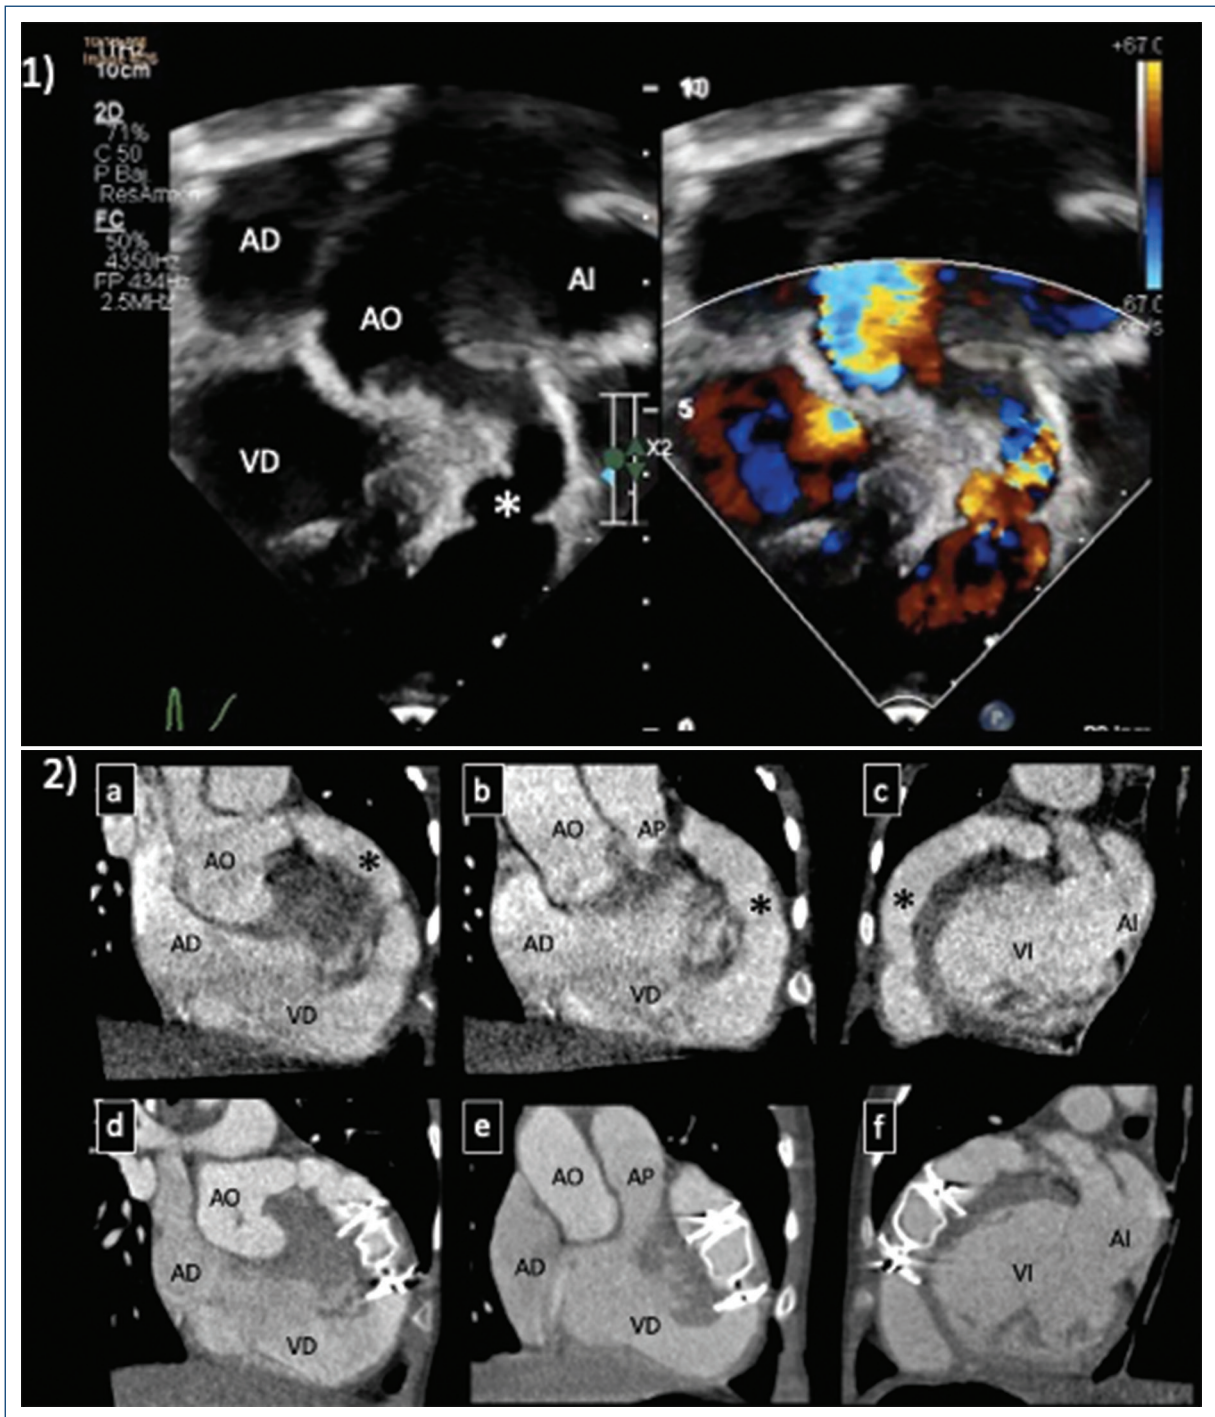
1) Ecocardiograma: vistas en apical de cinco cámaras modificada 2D y Doppler color, mostrando la fístula coronaria congénita gigante (asterisco). 2) Angiotomografía de corazón y de grandes vasos antes y después de la colocación del dispositivo ocluidor. Fístula coronaria congénita gigante (asterisco). A, B, D y E: oblicua anterior derecha. C y F: oblicua anterior izquierda. AD: atrio derecho; AI: atrio izquierdo; AO: aorta; AP: arteria pulmonar; VD: ventrículo derecho; VI: ventrículo izquierdo.
